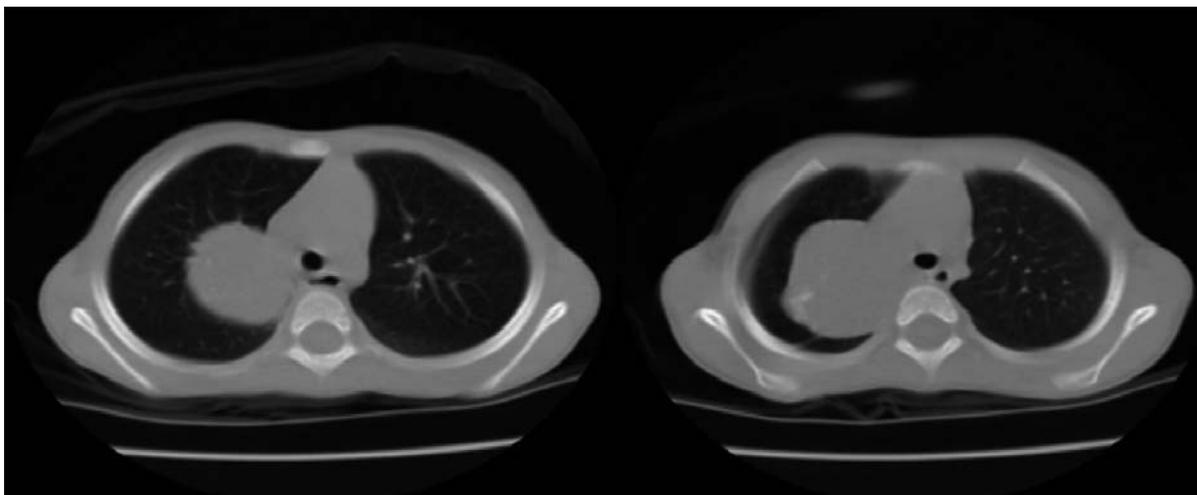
Tomografía de tórax, se evidencia masa tumoral redondeada, delimitada, heterogénea con calcificaciones, compatible con neuroblastoma.
